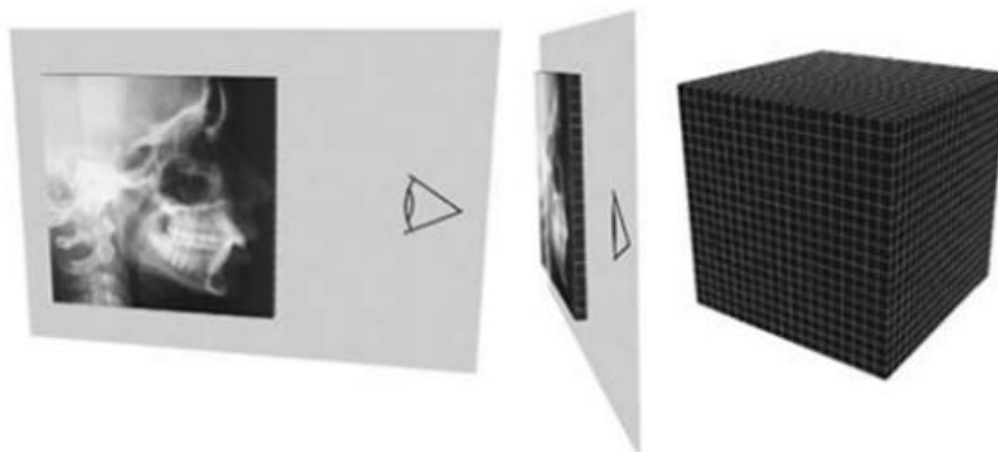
La imagen muestra una radiografía en que sólo puede ver una fila de pìxeles, y despuès la imagen de lo que correspondería una imagen 3D .⁸⁶
